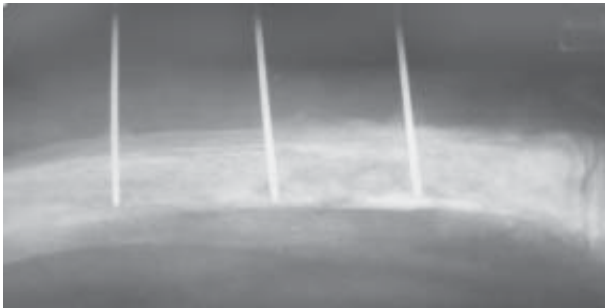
Дренування кістки голками К. П. Алексюка. Рентгенограма
